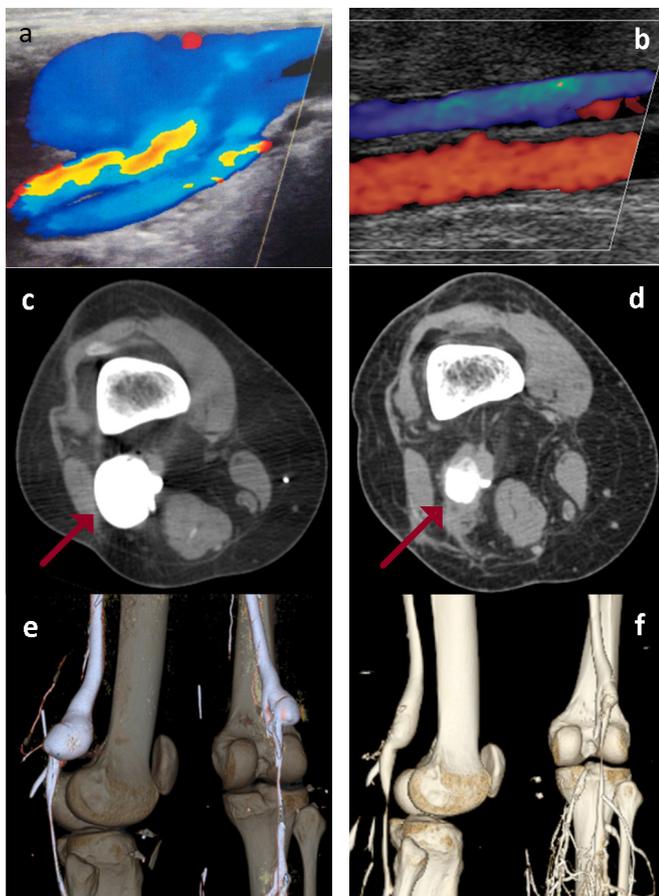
a) ecoDoppler pré-op. (caso 1); b) ecoDoppler aos 6 meses pós-op. (caso 1); c) fleboTC pré-op. (caso 2); d) fleboTC aos 6 meses pós-op. (caso 2); e) reconstrução 3D pré-op. (caso 2); f) reconstrução 3D pós-op. (caso 2).
